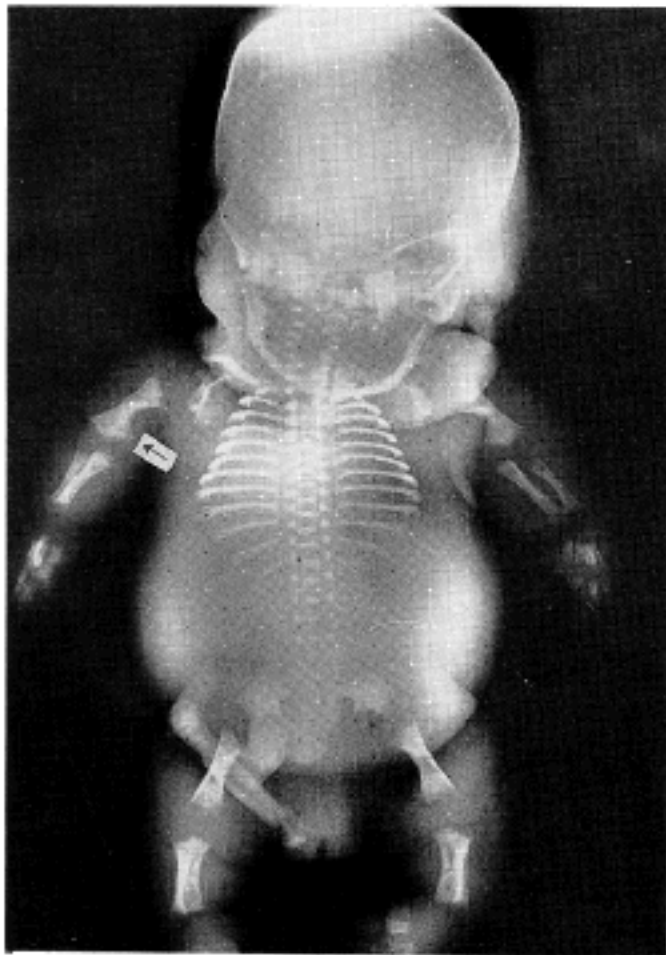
Postmortem roentgenogram of the case showing an ossified skull, metaphyseal widening of tubular bones, horizontal ribs, diminished ossification of the vertebral bodies, and small iliac bone. Arrow indicates spike of long bone.
